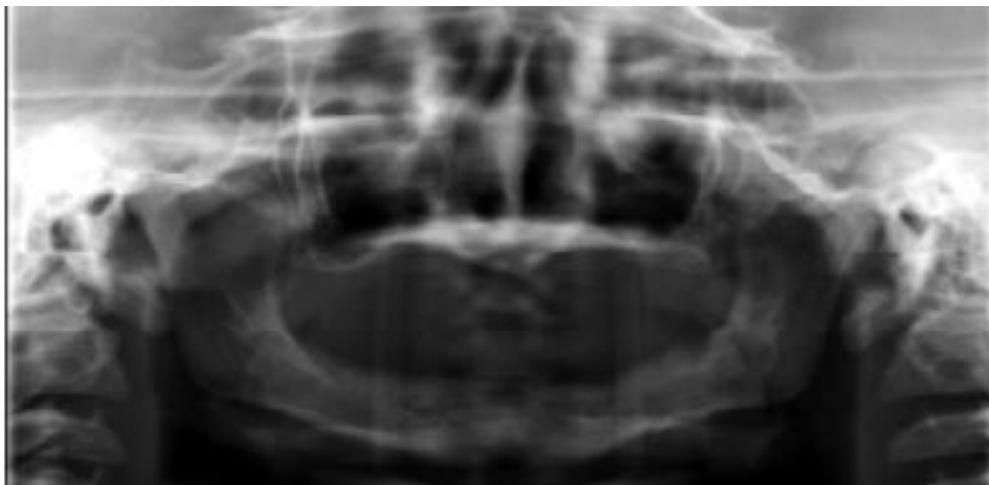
Ortopantomografía donde se observa ausencia total de órganos dentales. ⁴⁴
